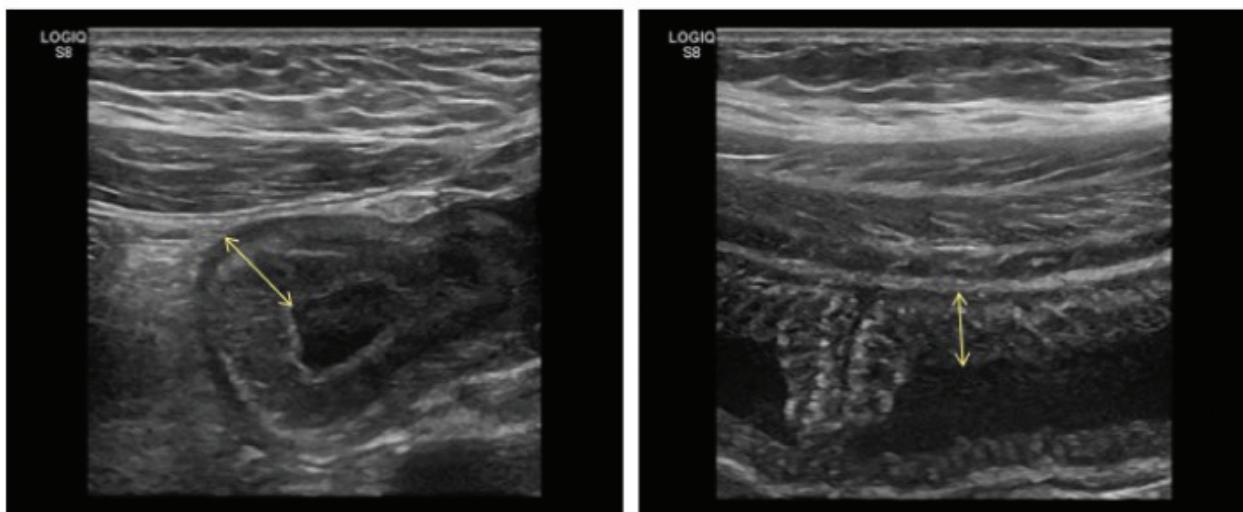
рис. 2. УЗИ-картина тонкой кишки на фоне атаки
